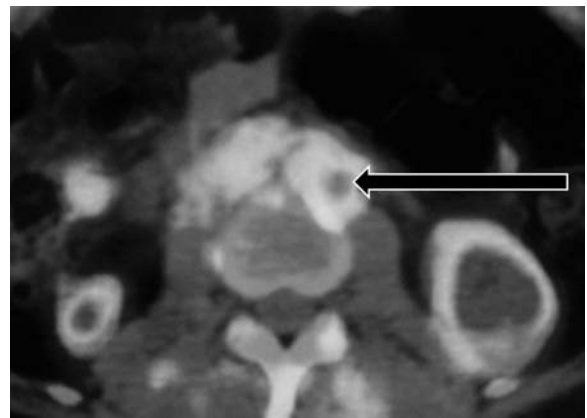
FDG-PET/CT at 6 weeks after four cycles of TIP chemotherapy: SUV max was 2.67.
